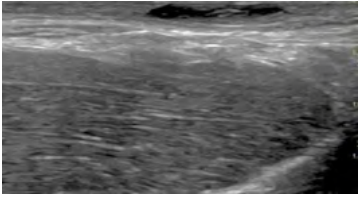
Ecografía axial que muestra una imagen sugestiva de fístula inflamatoria, característica de HS activa
